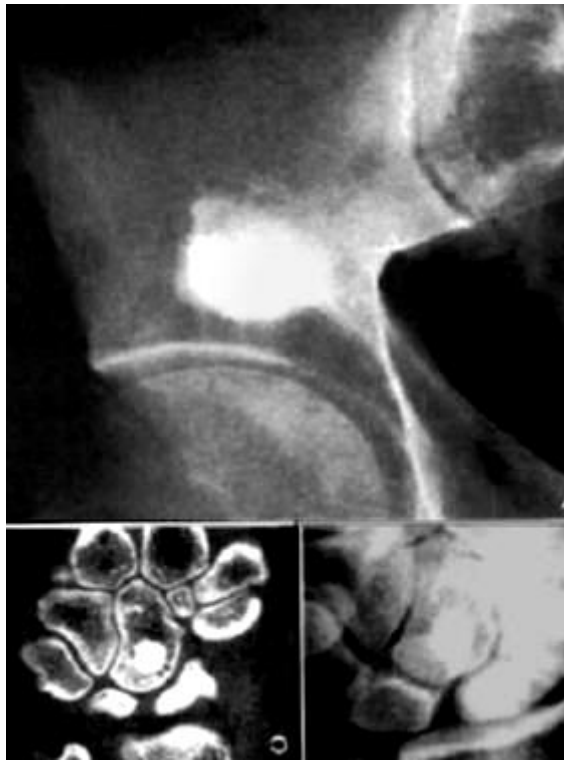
Фрагменти рентгенограм у прямій проекції та КТ різних пацієнтів. До диференціальної діагностики – еностози у клубовій і голівчастій кістках. Не плутати зі склеротичним варіантом остеогенної саркоми.
